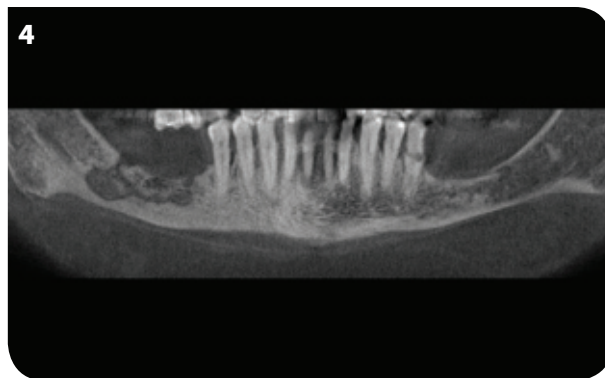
Image initiale montrant l'exposition de l'os nécrotique chez la patiente. Fig.4 : TAC de diagnostic montrant l'extension du défaut englobant jusqu'au canal du nerf dentaire.
